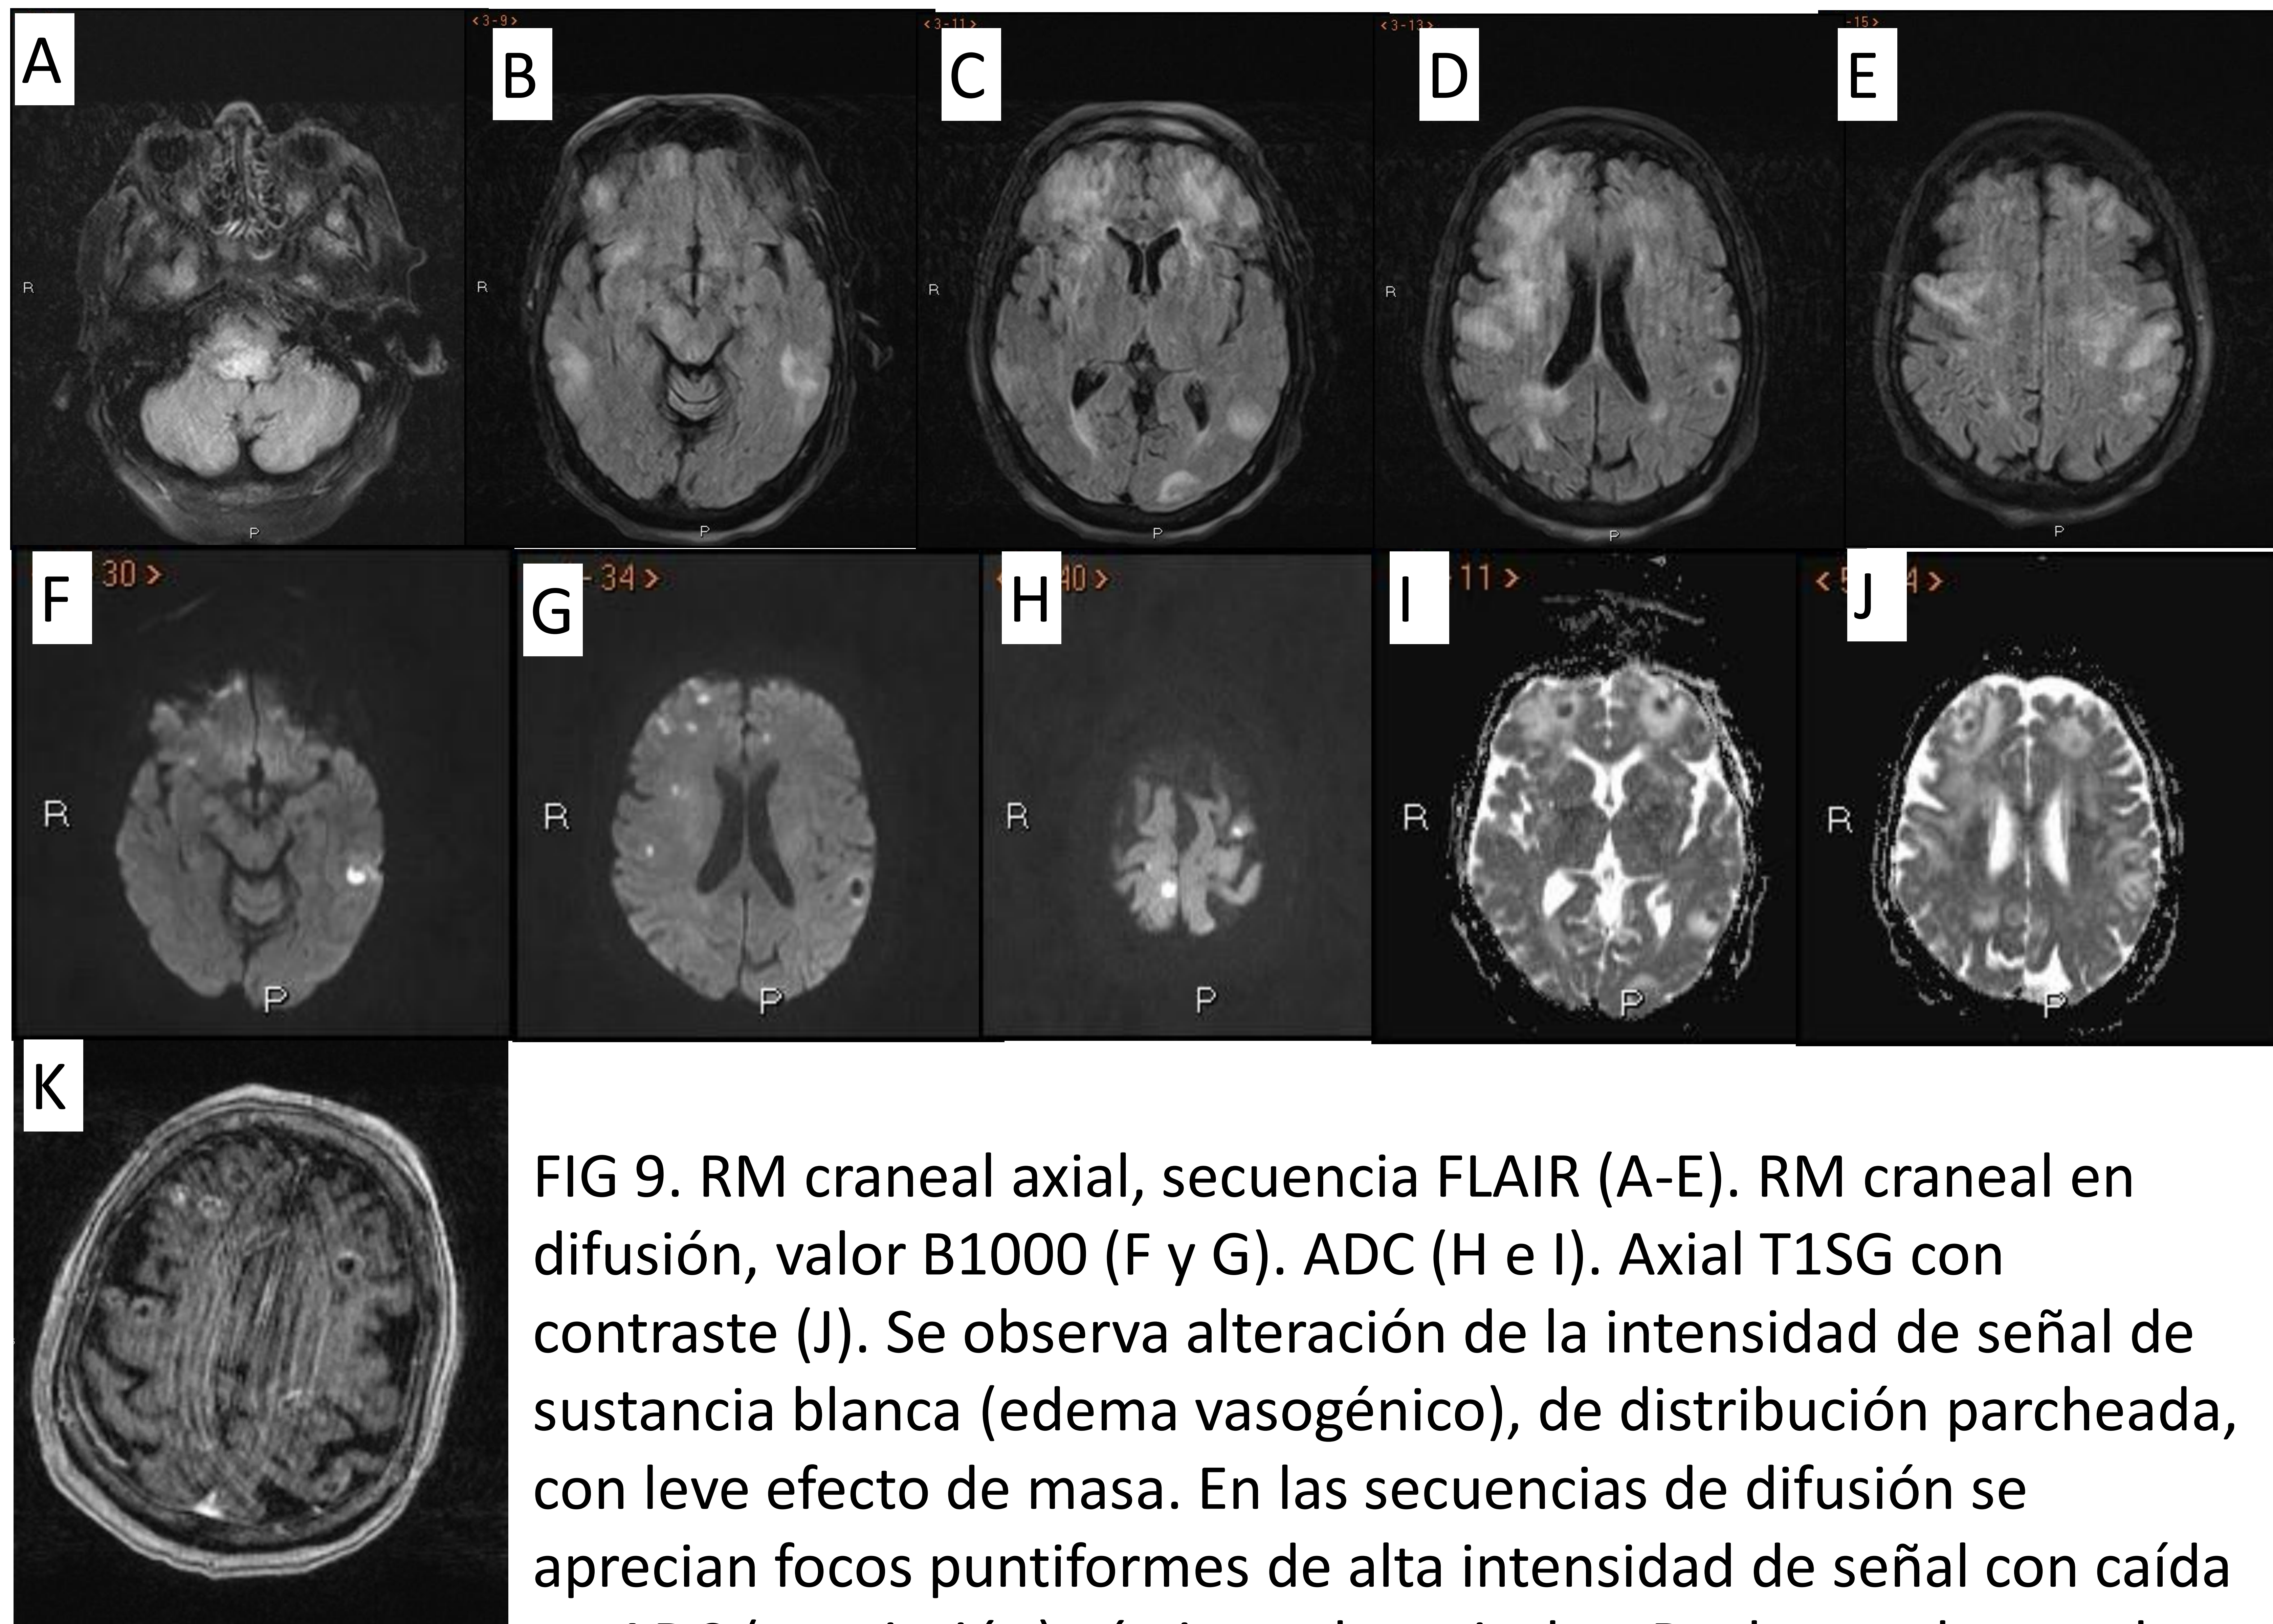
RM craneal axial, secuencia FLAIR (A-E). RM craneal en difusión, valor B1000 (F y G). ADC (H e I). Axial T1SG con contraste (J). Se observa alteración de la intensidad de señal de sustancia blanca (edema vasogénico), de distribución parcheada, con leve efecto de masa. En las secuencias de difusión se aprecian focos puntiformes de alta intensidad de señal con caída en ADC (restricción) córtico-subcorticales. Realce anular tras la administración de contraste de dichas imágenes nodulares. Estos hallazgos sugieren émbolos sépticos. En el diagnóstico diferencial habría que considerar etiología metastásica.
